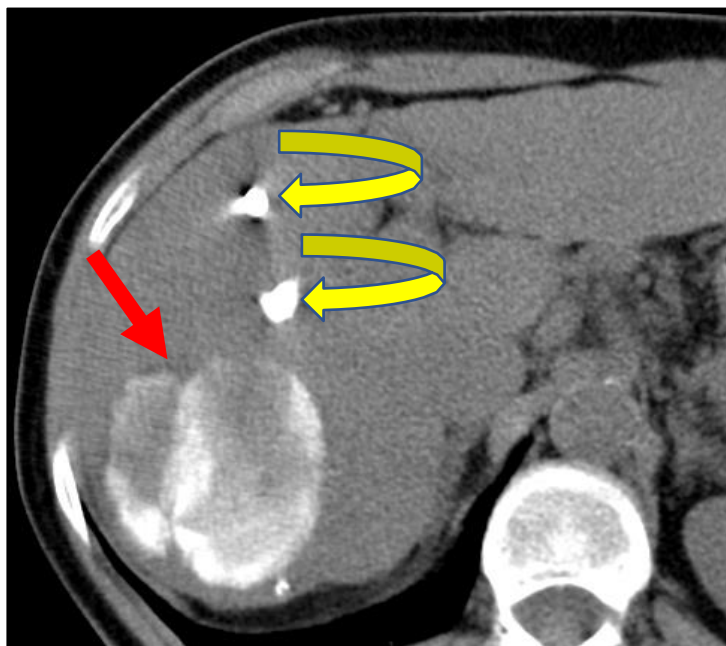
Imagem de TC de controle obtida após quimioembolização transarterial de um carcinoma hepatocelular (CHC) com doxorrubicina/Lipiodol e embolização da veia porta com Lipiodol/bucrilato (para induzir hipertrofia do lobo esquerdo do fígado). Lipiodol residual no CHC (seta vermelha) e nos ramos portais embolizados (setas amarelas). Cortesia: Christoph Becker, MD, University of Geneva
